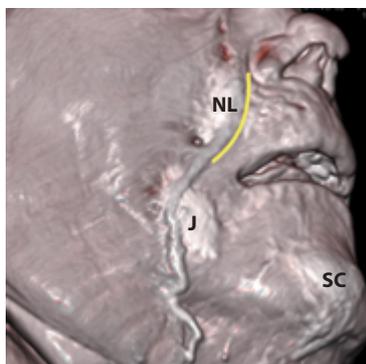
Данные компьютерной томографии [16]: NL — назолабиальный жировой пакет, J — верхний челюстной жировой пакет (носогубная борозда отмечена желтым цветом)
